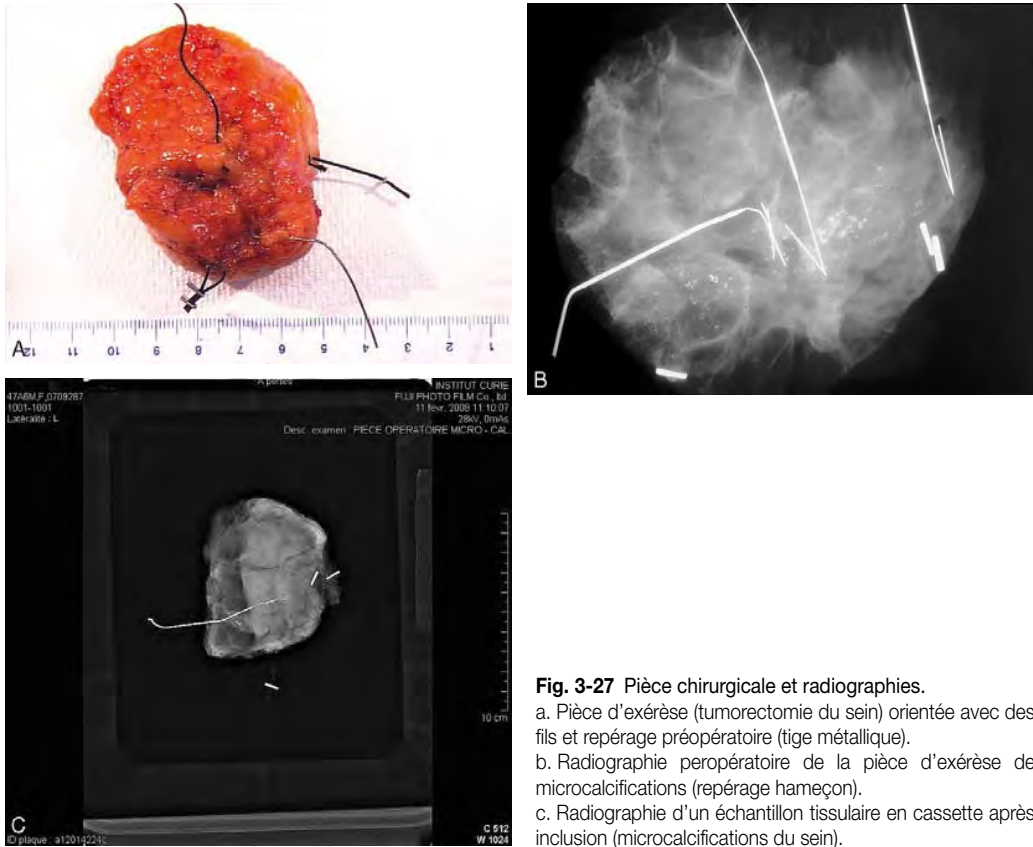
Pièce chirurgicale et radiographies.
